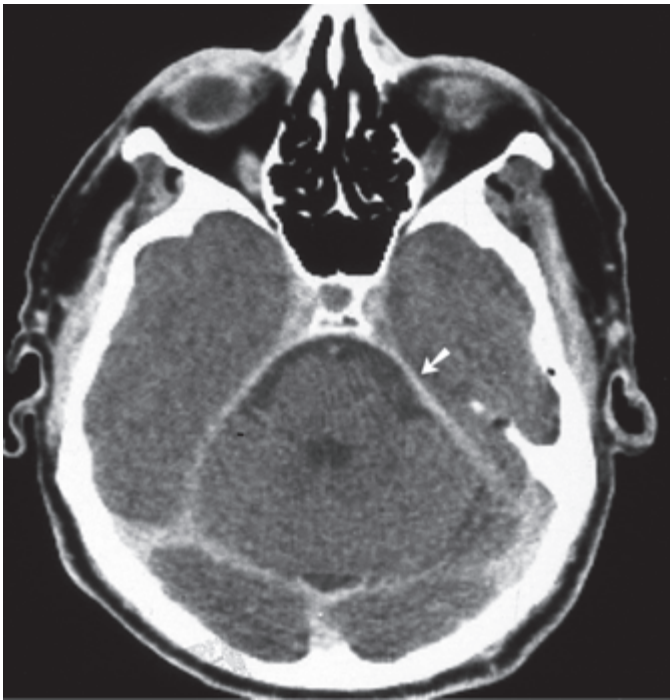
TDM, coupe transversale avec injection intraveineuse de contraste montrant les bords de la tente (flèche). Noter que la dure-mère se continue antérieurement pour former le mur latéral du sinus caverneux.
